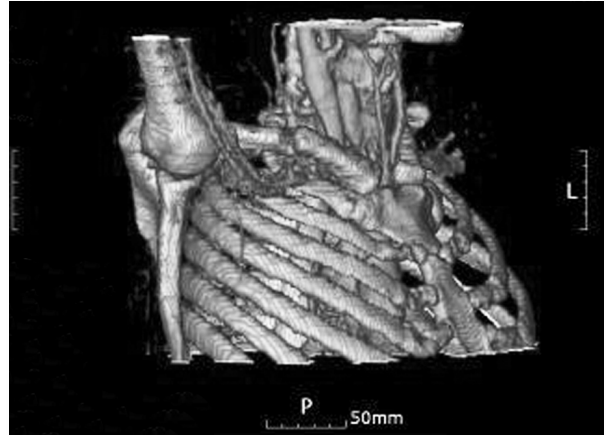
The three dimensional computed tomogram showing subclavian vein is compressed by distal fragment at fracture site.
